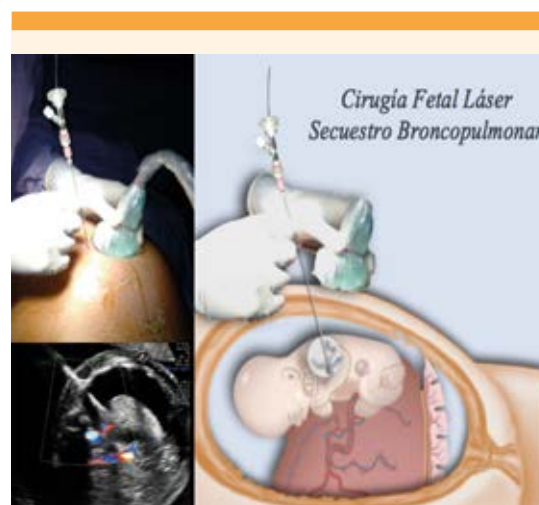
Técnica de la ablación láser del vaso nutricio sistémico por vía percutánea y guía ecográfica Doppler en un caso de secuestro broncopulmonar con hidrops (hidrotórax y edema subcutáneo) tratado en el Centro de Cirugía Fetal, Medicina Fetal México, Querétaro, México.
